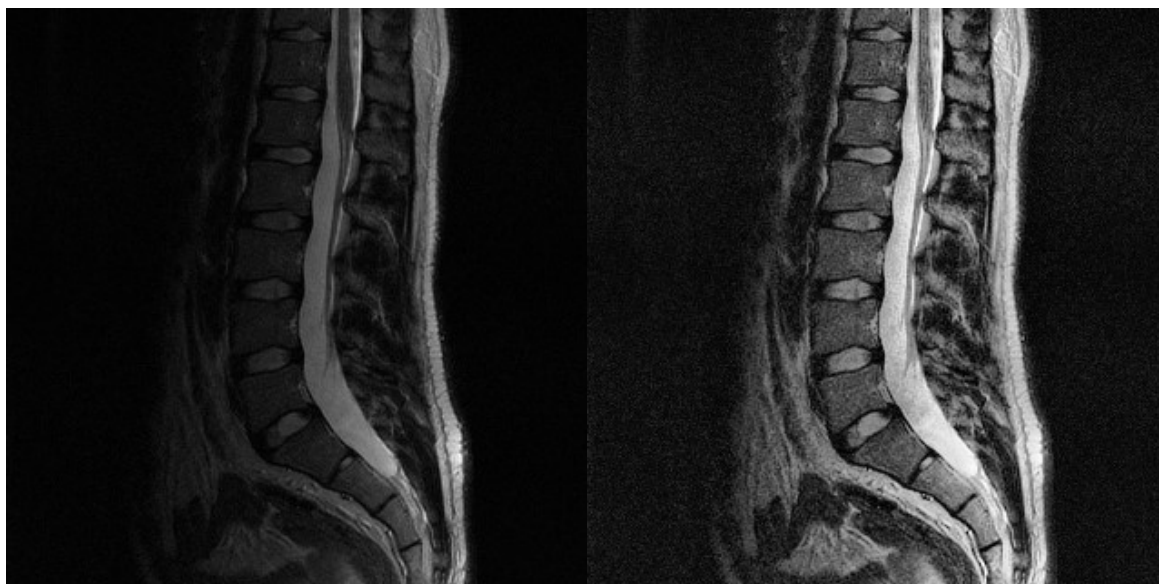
Сравнение первичного МРТ-снимка (слева) со снимком после обработки CLANE (справа)
